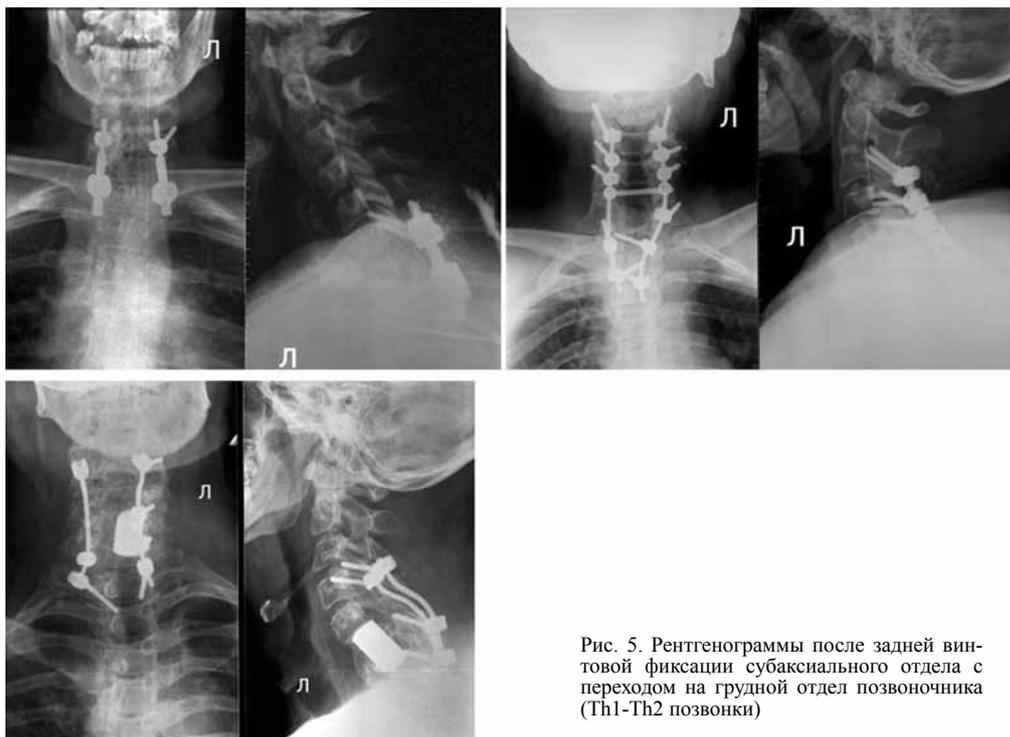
Рентгенограммы после задней винтовой фиксации субаксиального отдела с переходом на грудной отдел позвоночника (Th1-Th2 позвонки)
